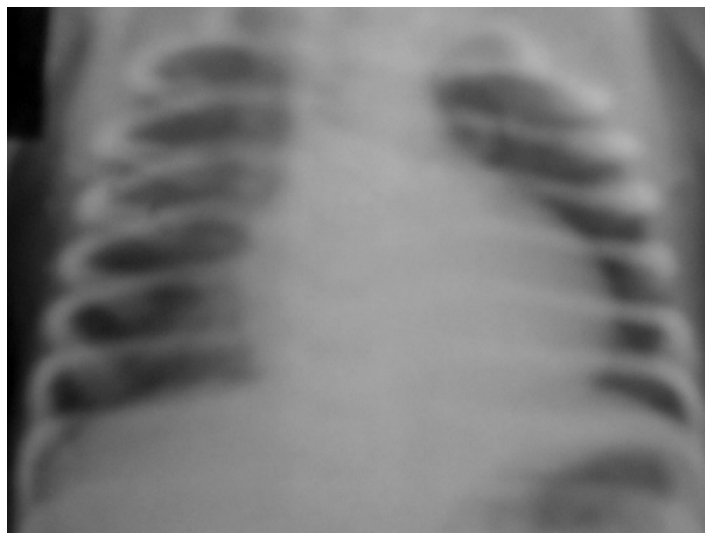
Рентгенограмма ребенка Ф., 5 дней. Доношенный с ЗВУР. Ателектитическая пневмония. Гиповентиляция легких. Мелкоочаговые тени в прикорневых зонах
